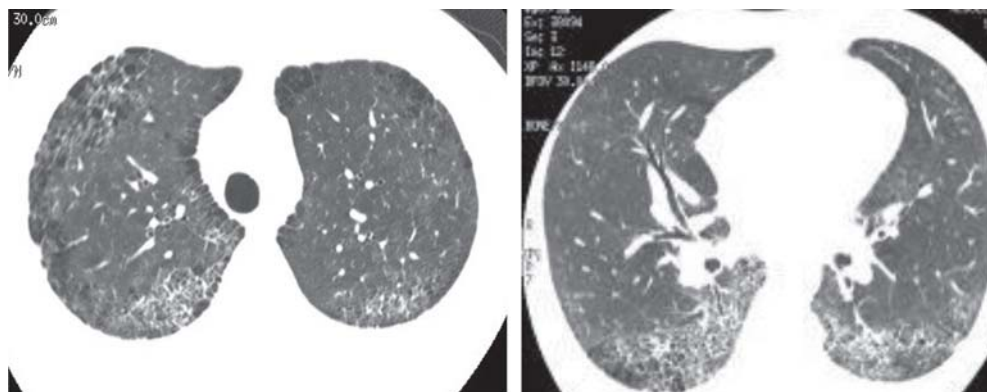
Tomografía de alta resolución
